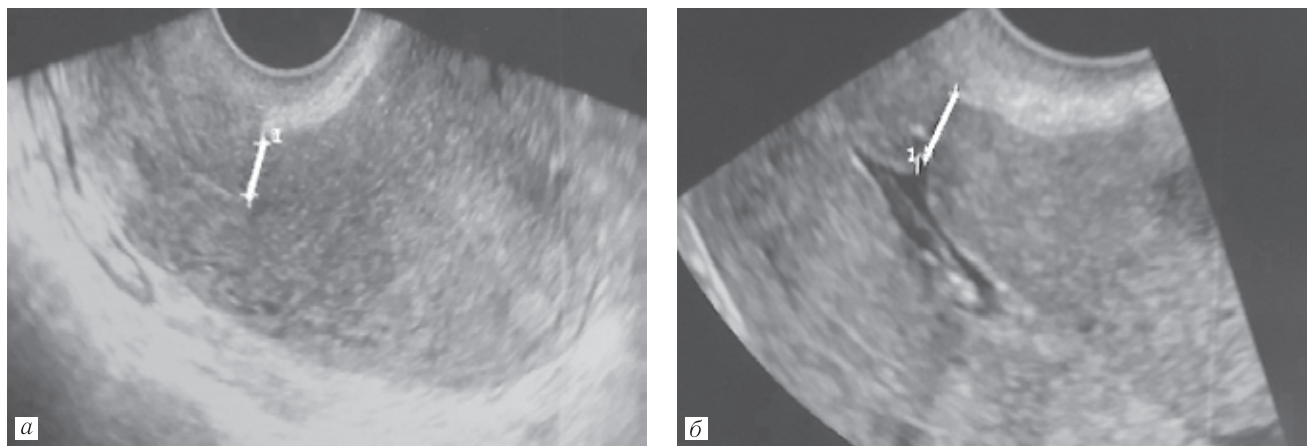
Пациентка Б.: *a* — трансвагинальное УЗИ без внутриматочных инстилляций растворов. ОТМ (1) 6,2 мм; *б* — трансвагинальное УЗИ с внутриматочным введением изотонического раствора натрия хлорида. ОТМ (1) 5,3 мм
